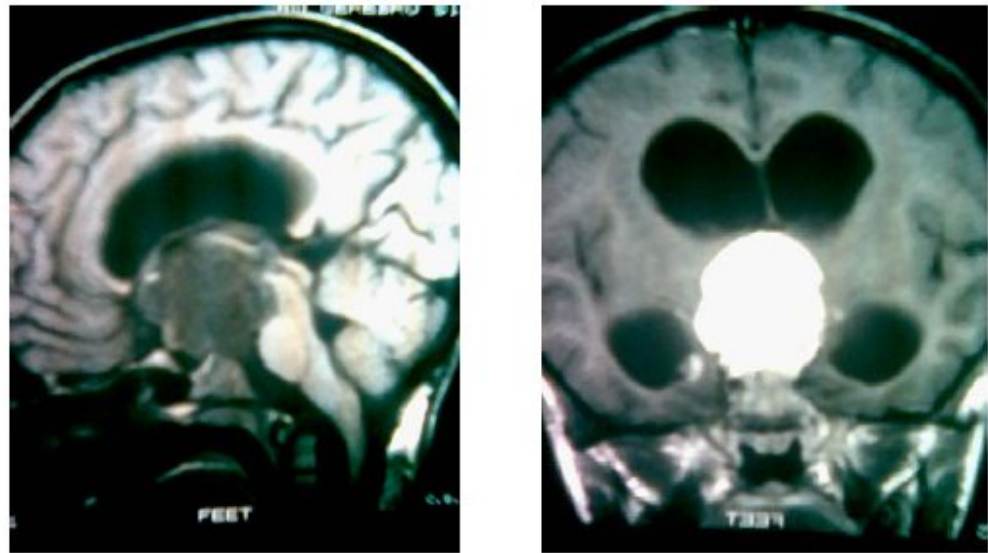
a y b. a) RMN de Cerebro Secuencia T1, cortes sagitales, lesión hipointensa De localización selar y supraselar con efecto de masa. B. Cortes coronales, T1, Contrastado, que revela dilatación de sistema ventricular supratentorial y lesión, medial, de localización selar y supraselar.
